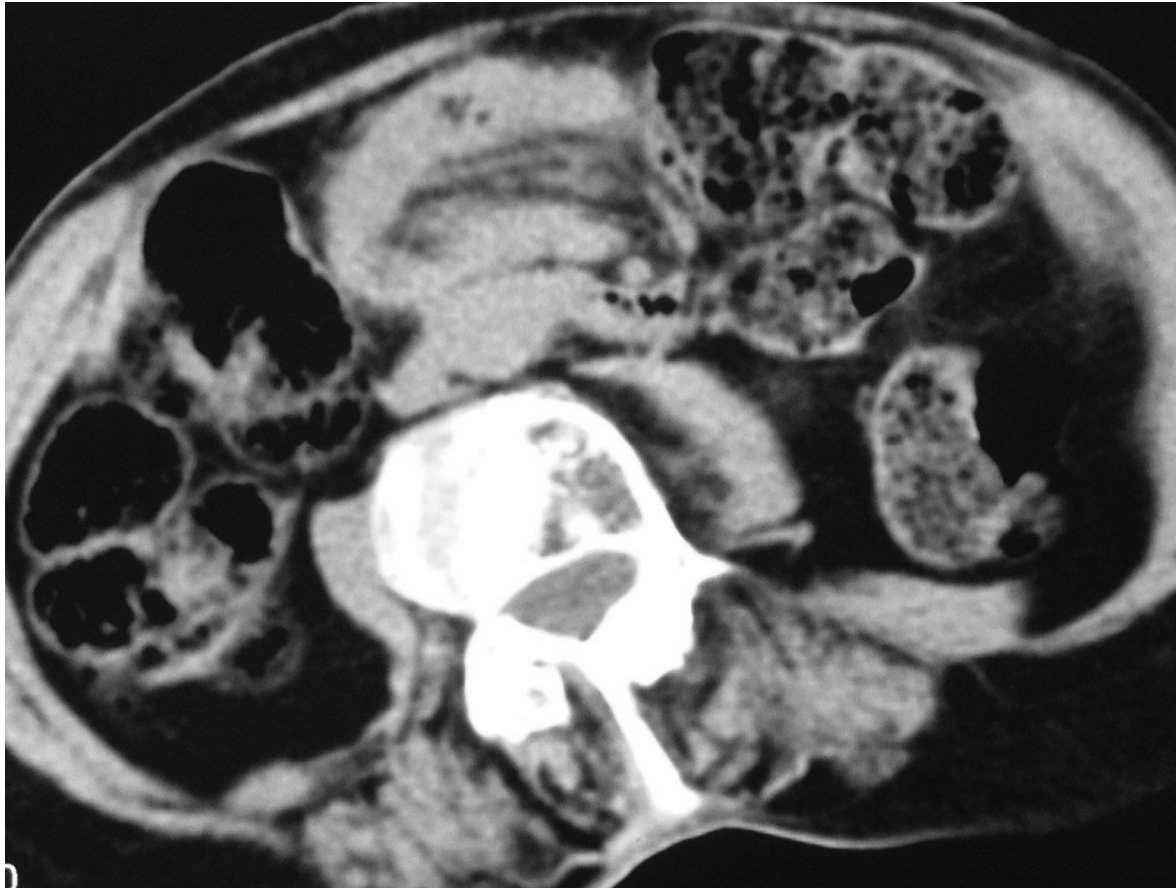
TDM abdominale montrant un aspect en pseudo-rein d'une invagination intestinale (coupe transversale).
